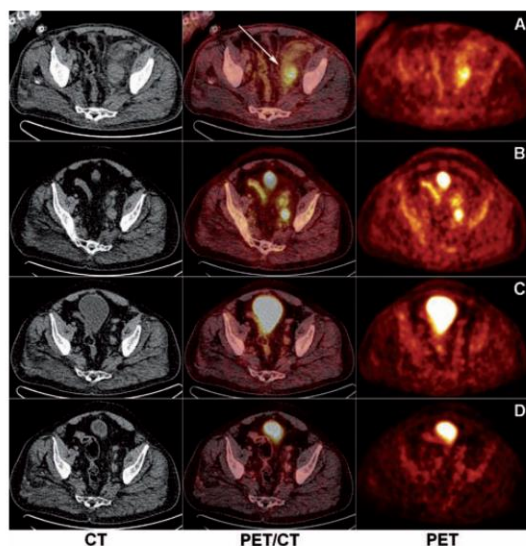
CT, fused PET/CT and PET axial scans above the level of the left acetabular roof in Case 4. A) September 2008. Maximum standardized uptake value (SUVmax) on PET = 4.21, diameter on CT = 48 mm, see white arrow. B) September 2010. C) January 2012. D) Restaging PET/CT in July 2012 (SUVmax = 2.22).
